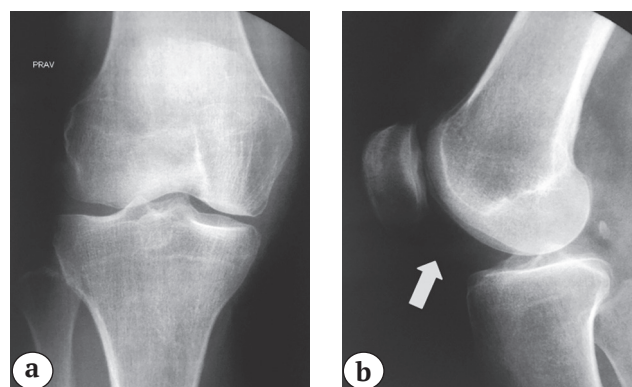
Рентгенограммы пациентки Т. через 6 мес. после операции:
